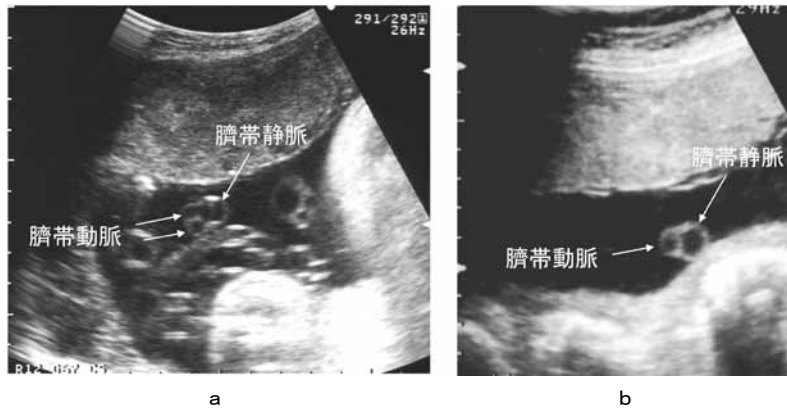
正常臍帯 (a) と単一臍帯動脈 (b) の超音波断層図
